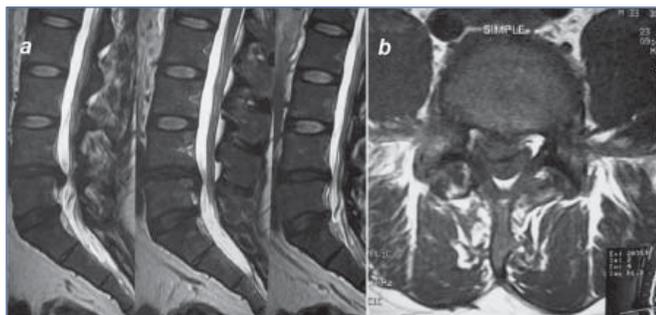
a) Caso 2: RMN de columna lumbosacra cortes sagitales en T2, y b) RMN de columna lumbosacra cortes axiales en T2 que muestran discopatía degenerativa L4-L5 y L5-S1 con imagen de deshidratación del disco y pérdida de la altura discal, hipertrofia facetaria y hernia extruida L4-L5 derecha.
